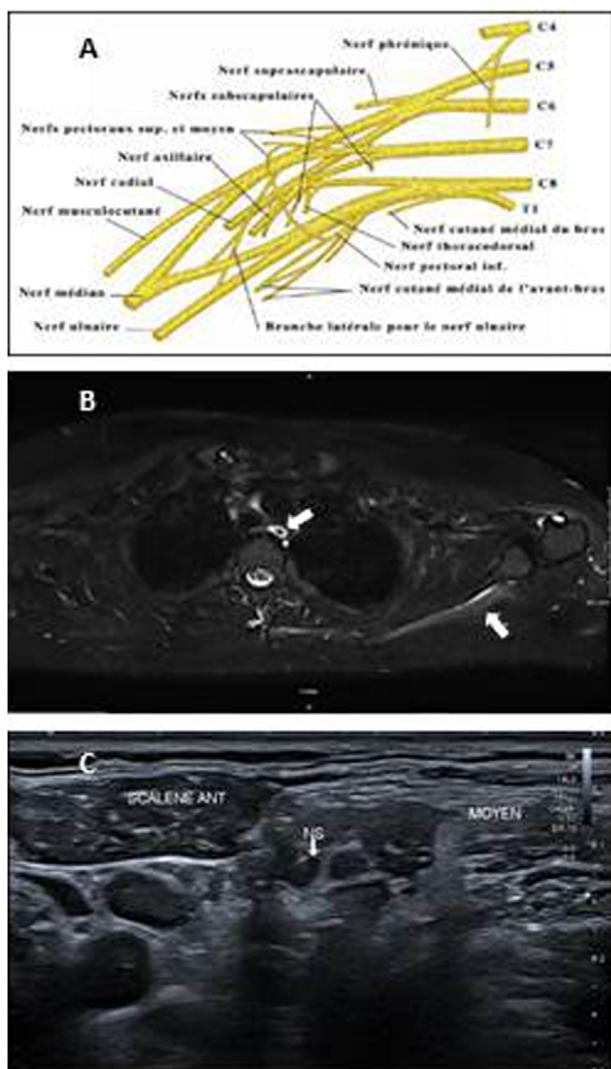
Identification d'une amyotrophie névralgique. A. Anatomie du plexus brachial et innervation phrénique C3-C4-C5 à prédominance C4 (différence inter-anatomique : innervation partagée C4-C5). B. IRM : Hypersignal STIR du faisceau nerveux C5 et des muscles infra et supra épineux à gauche. C. Échographie : pas de lésion, ni d'anomalie de calibre du nerf supra-scapulaire (NS).
